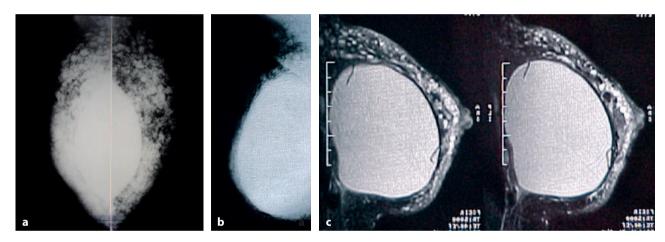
Siliconomas más prótesis. a Mamografía. b Múltiples siliconomas axilares. c RM con siliconomas.
